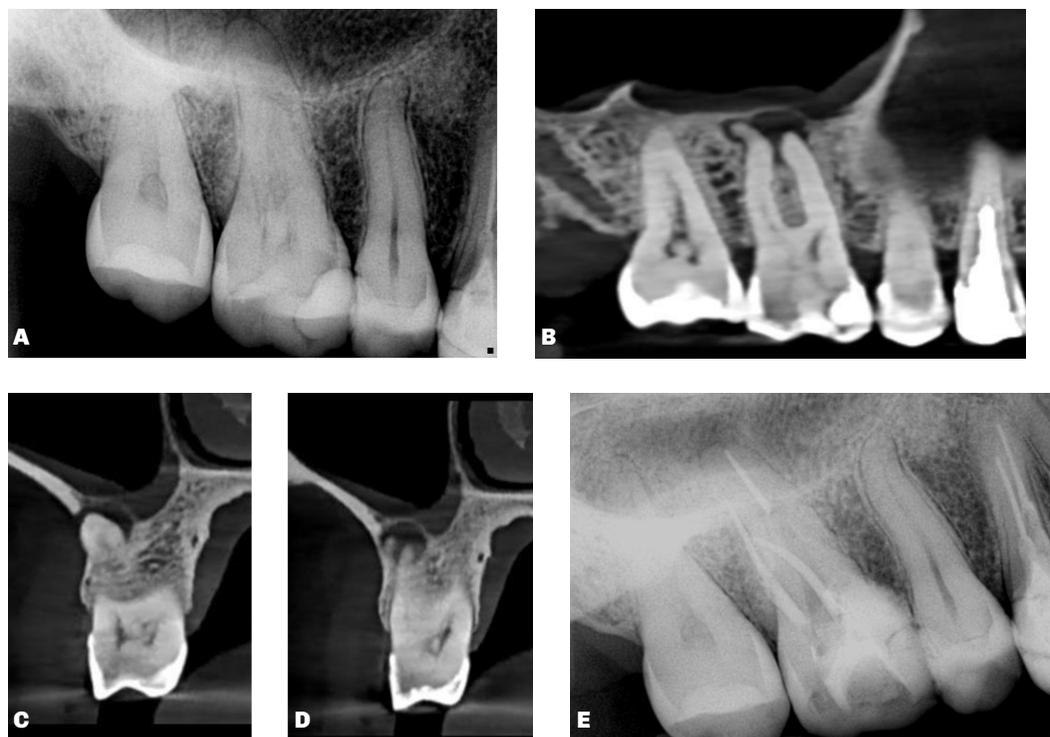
(A) Radiografía periapical inicial de la unidad 16, mostrando engrosamiento del espacio del ligamento periodontal en la región periapical. (B) Corte tomográfico sagital que muestra una extensa área hipodensa en la raíz del diente 16. (C) Corte coronal que destaca la pérdida de continuidad en el canal, indicando una alteración en su trayectoria. (D) Corte coronal que revela la desaparición del orificio radiolúcido que representa el canal radicular en imágenes tridimensionales. (E) Radiografía periapical final después de un tratamiento endodóntico modificado debido a un cambio en la trayectoria del canal, demostrando signos de reparación ósea.
